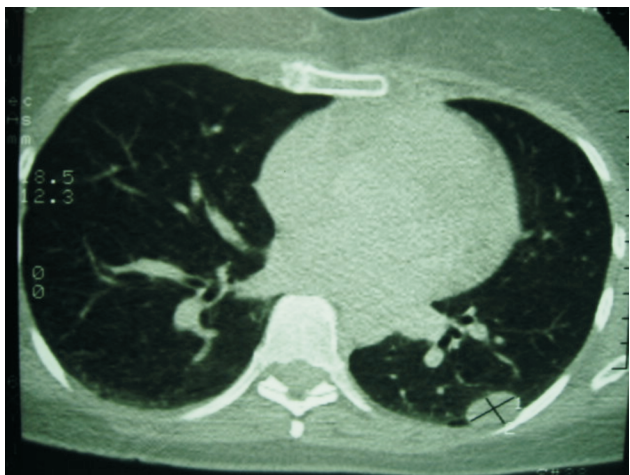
Detalles por tomografía axial computarizada del nódulo pulmonar. Observe la forma bilobulada, bordes definidos y localización subpleural.
